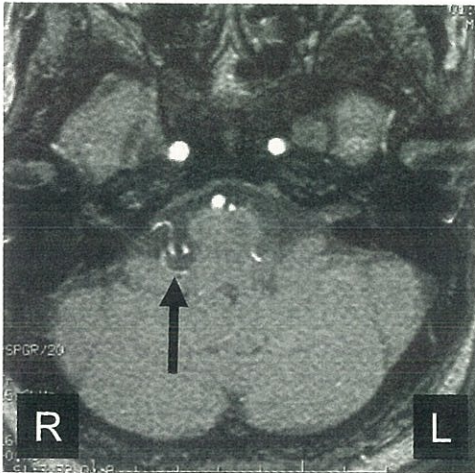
術前MRI水平断像。顔面神経起始部(REZ)に前下・後下小脳動脈が強い圧迫を加えている(矢印)
